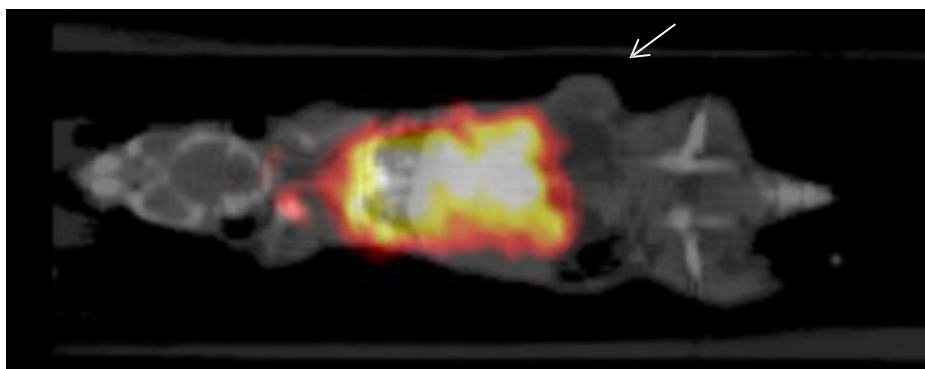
$\mu$ PET/CT snímky myšího modelu (Nude Foxn1NU) s HT-29 nádorovou linií po podání 20 MBq IgG M75-NCS-PHS-Cu-64 (A – po 2 hodinách od aplikace; B – po 18 hodinách od aplikace)
